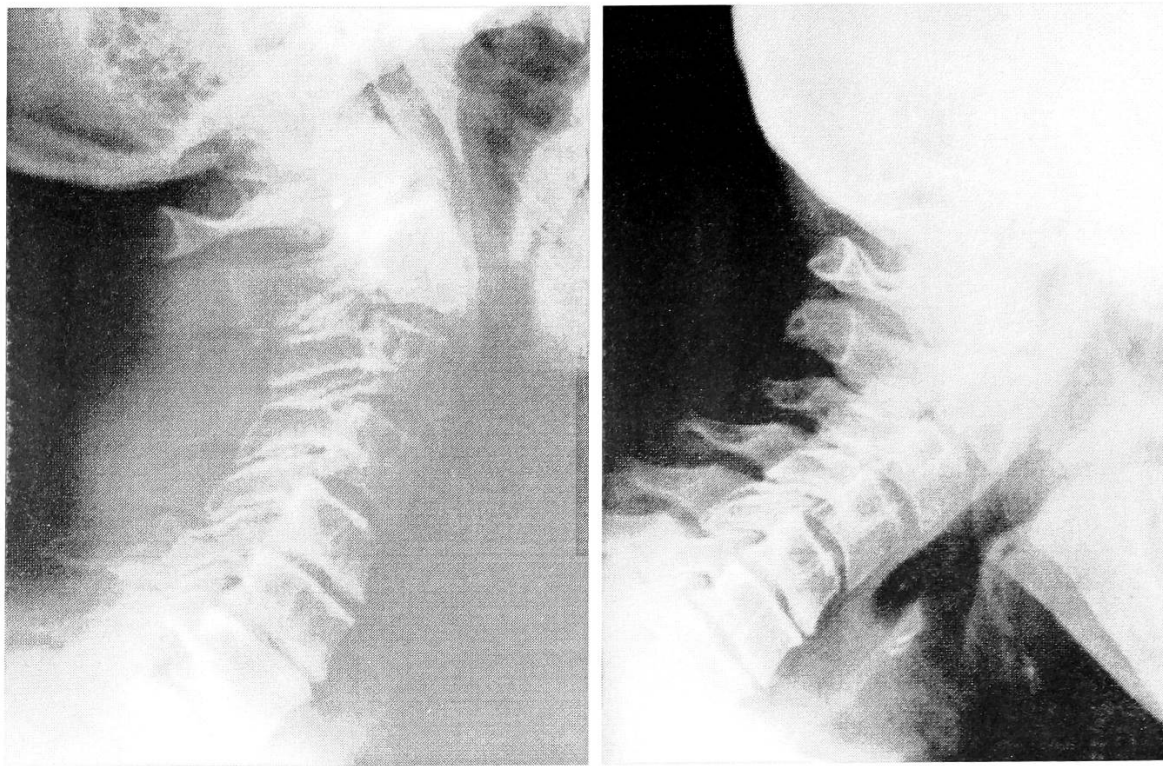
Функциональные рентгенограммы больной З. через 2 года после травмы.
